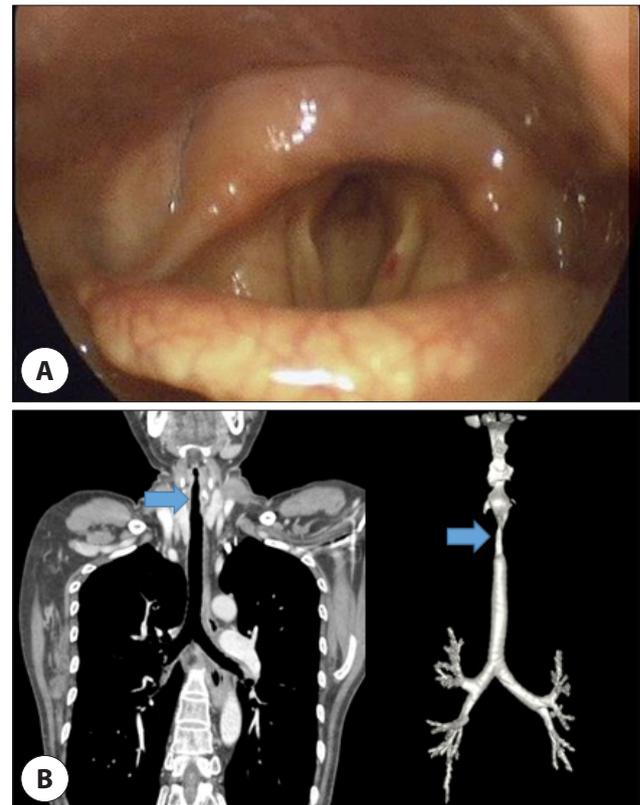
Subglottic stenosis of Case 1. A : Laryngoscopic finding. B : CT findings indicating subglottic stenosis in coronal (left) and 3D reconstruction view (right). Stenotic portion's transverse diameter was about 7 mm with 25 mm length. CT: computed tomography.
